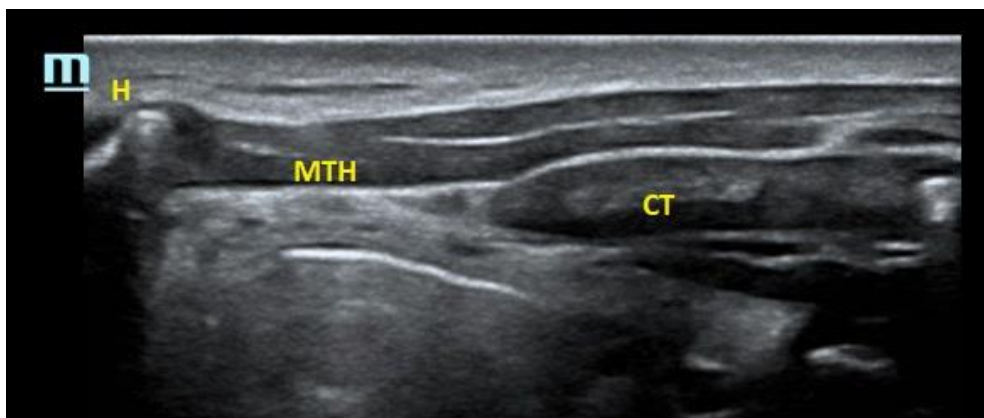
H= Hueso hioides; CT= cartílago tiroides; MTH= Membrana tirohioidea. Fuente propia.
